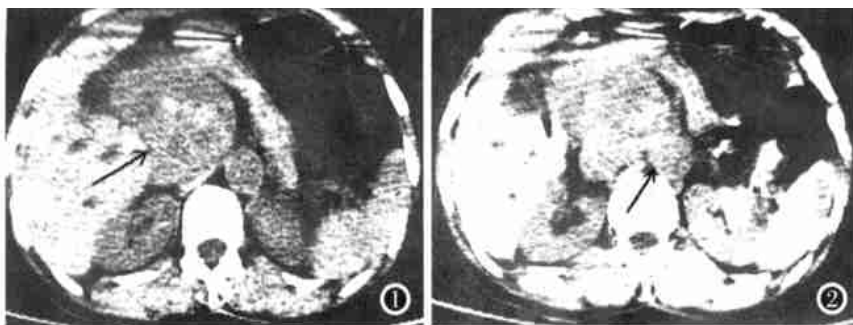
CT 平扫上腹部肿块, 大小 $10.5\text{cm} \times 9.0\text{cm} \times 8.0\text{cm}$, 内见点状钙化, 边缘清晰, 胰体被抬举向上腹部前方, 并见肝右叶点状低密度扩张的胆管。
